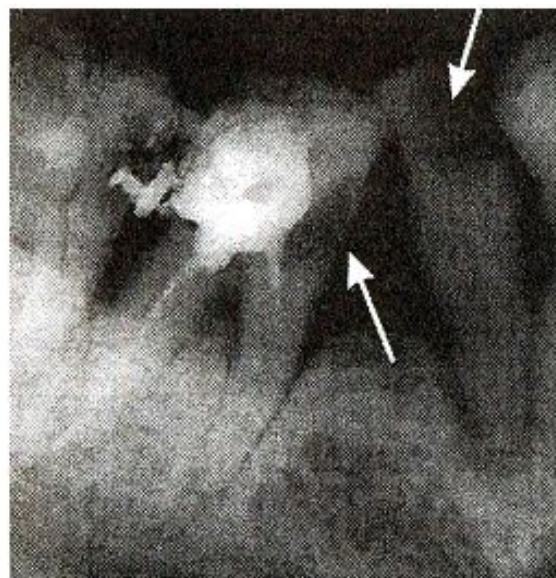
Внутриротовая периапикальная рентгенограмма. Кариес коронки 35, периапикальные очаги деструкции у корней 35, 36. Снижение высоты межзубных перегородок при вторичном кариесе под пломбой 36, пломбировочный материал лишь в устье переднего корня.
